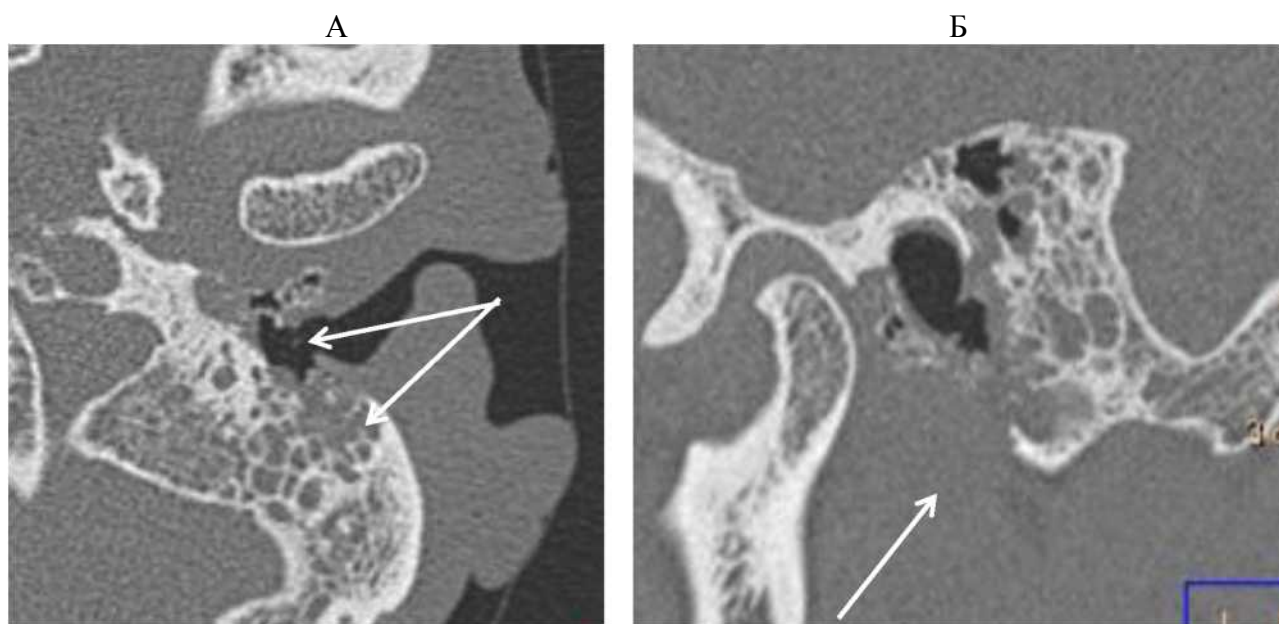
Пациент Е, 75 лет. Компьютерная томография, А – аксиальный скан и Б – сагиттальная реконструкция: определяется деструкция передней, нижней и задней стенок костной части левого наружного слухового прохода (стрелки). Кость изменена по типу «тающего сахара», замещена мягкотканым субстратом, в толще которого прослеживаются мелкие костные фрагменты. В прилежащих клетках сосцевидного отростка имеется субстрат
